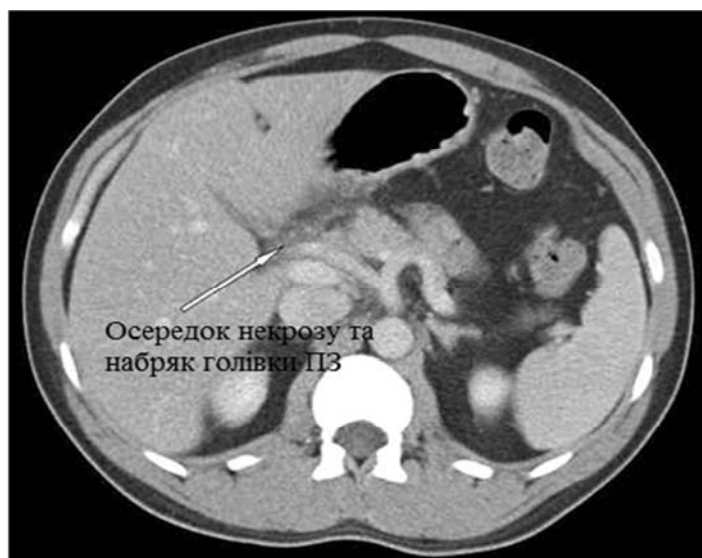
СКТ: ГНП середньої тяжкості – осередок некрозу в голівці ПЗ.
